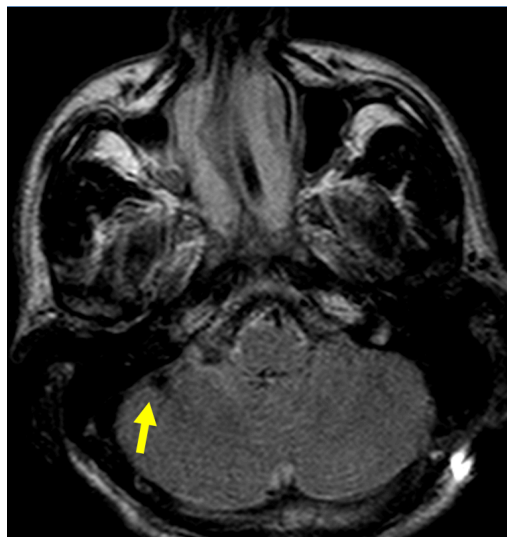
Axiale Schnitte einer kranialen MRT in der FLAIR- Sequenz.
